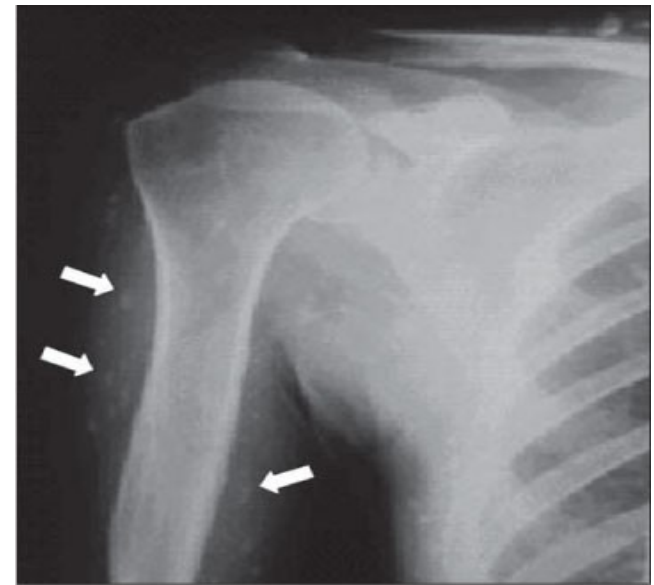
Simple x-ray of soft tissues, showing microcalcifications
